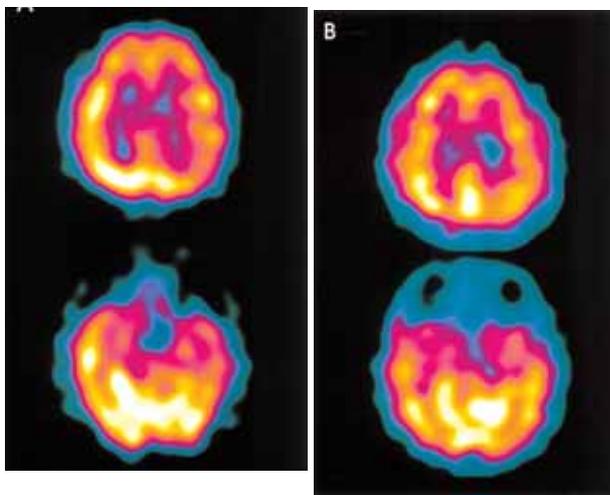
The initial brain perfusion SPECT with Tc-99m ECD. The figure reveals increased perfusion in the right temporo-parietal cortex (A) which almost normalized on the follow up SPECT after 2 months (B).
